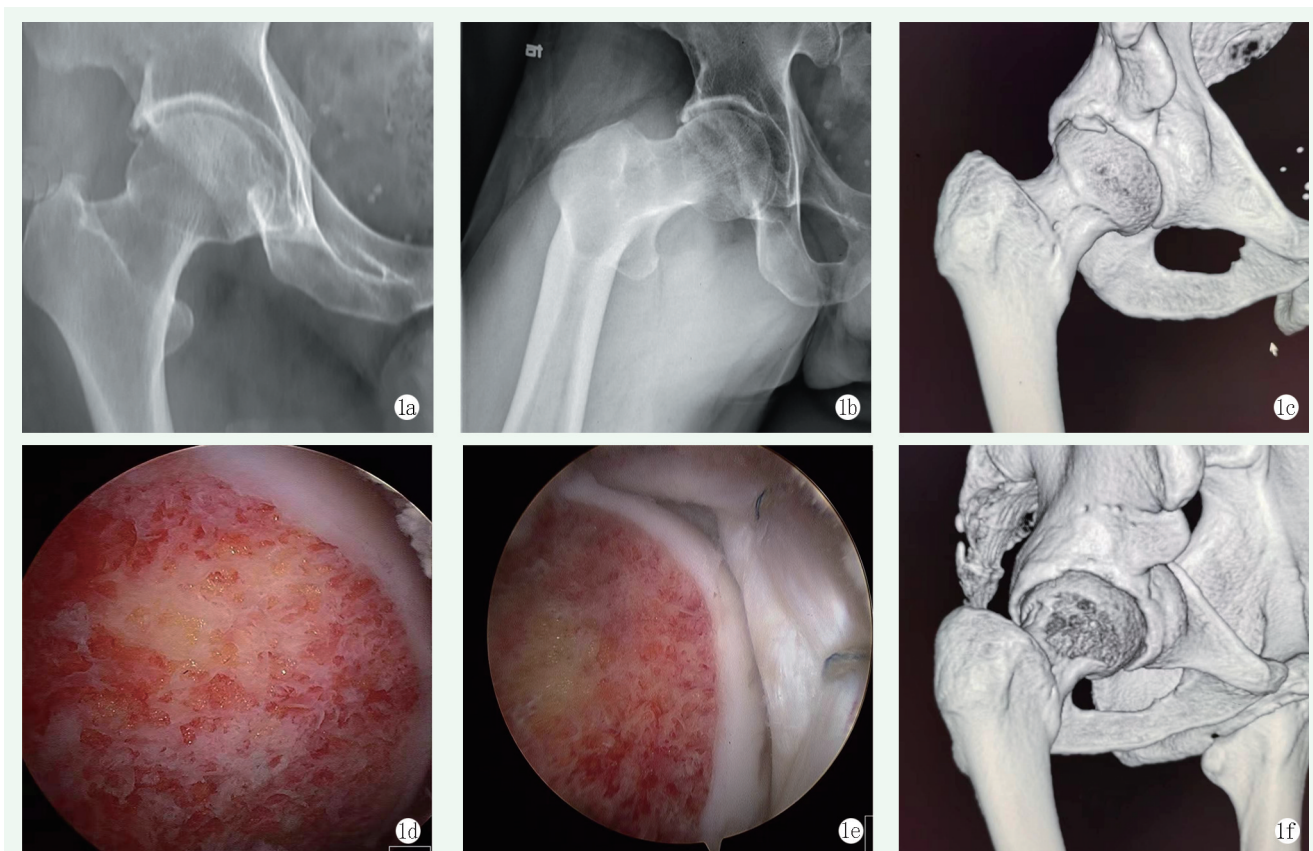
患者，男，50 岁，右髋部疼痛 1 年，屈髋内旋疼痛明显加重 1a: 术前右髋正位 X 线片显示 Cam 及 Pincer 畸形 1b: 术前 Dunn 位片，即屈髋 45°，外展 20°，中立位片，显示 Cam 及 Pincer 畸形 1c: 三维 CT 显示头颈交接区及髋臼前缘异常增生 1d: 镜下磨钻清理股骨交接区增生所见 1e: 镜下缝合盂唇，缝完关节囊再注射 PRP 1f: 术后 CT 片示头颈交接区及髋臼前缘增生已磨除。患者术后右髋关节疼痛明显缓解，早期功能恢复良好，术后 1 年改良髋关节 Harris 评分 94 分
